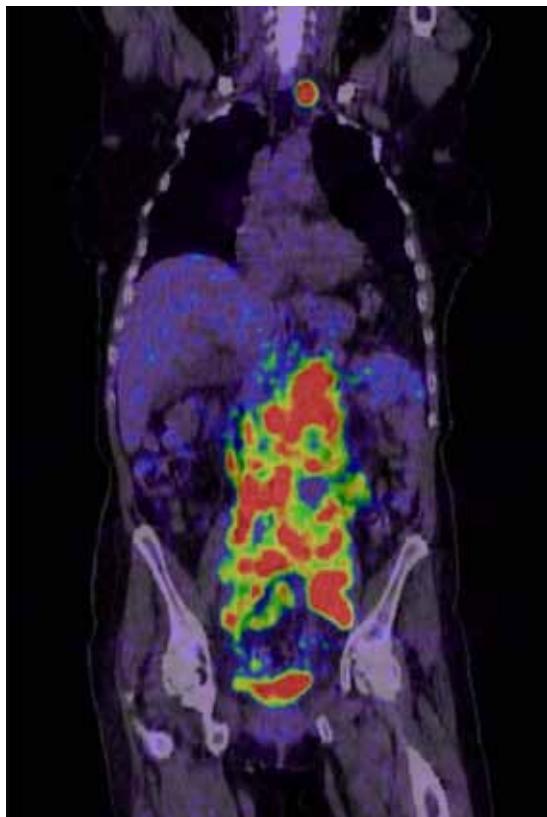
PET pretratamiento quimioterápico en el que se objetivan múltiples adenopatías supra e infradiaphragmáticas.
